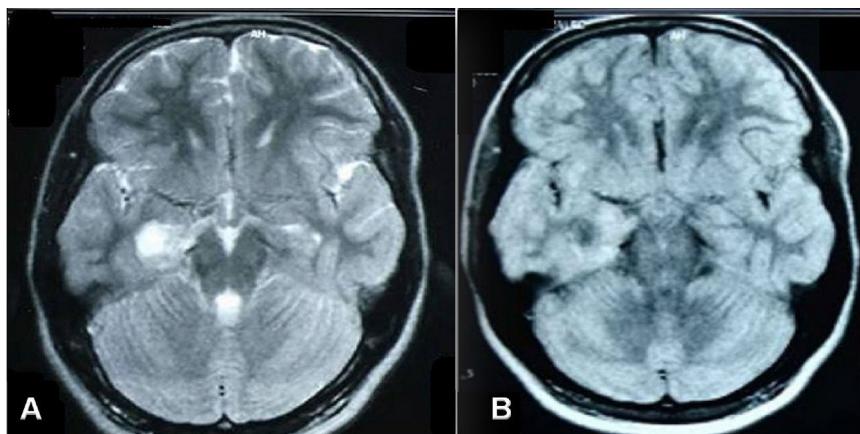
Resonancia magnética cerebral, corte transversal, con evidencia de lesión ocupante de espacio en el lóbulo temporal derecho. A: potenciada en secuencia T₂. B: potenciada en secuencia FLAIR.
